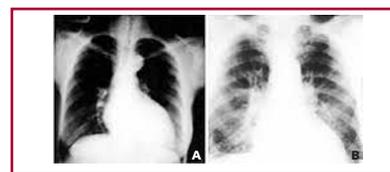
Radiografías de tórax. A. Sin insuficiencia cardíaca. B. Con insuficiencia cardíaca.
